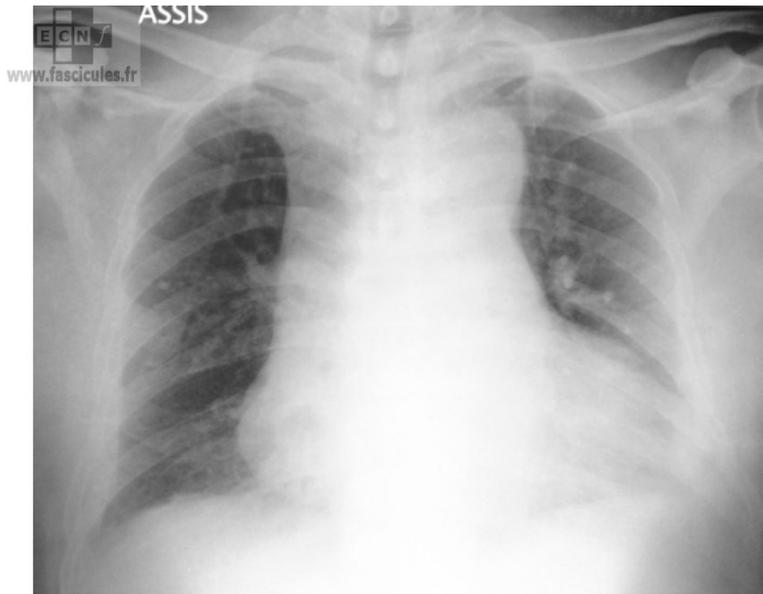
Dissection aortique à la radiographie pulmonaire
